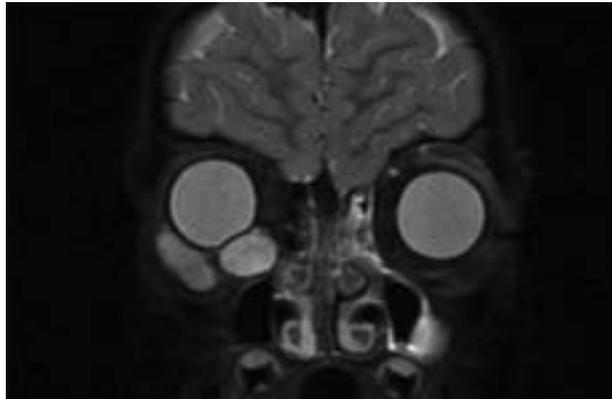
Imagen en la TAC en T2 mostrando una imagen hiperintensa de la lesión.
